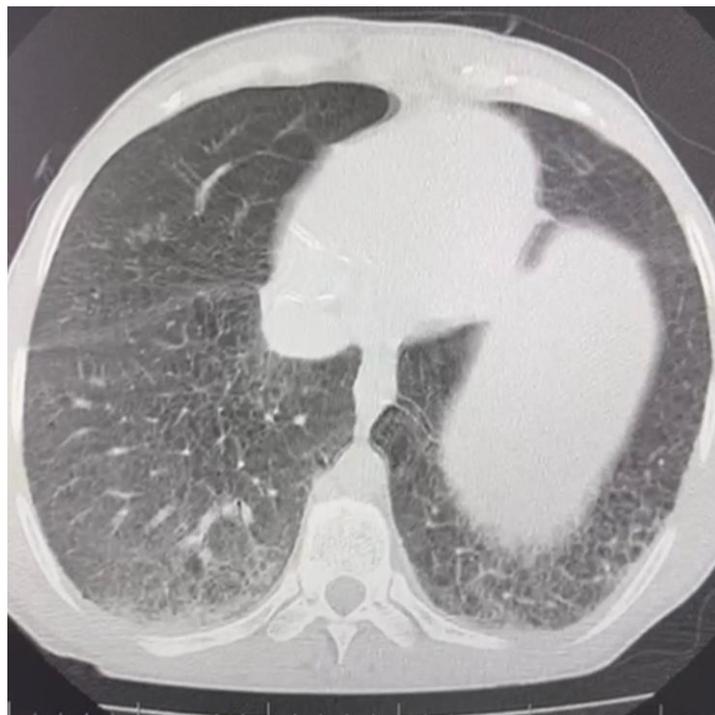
Tomografia computadorizada de tórax evidenciando opacidades em vidro fosco, configurando pavimentação em mosaico, predominando em lobos inferiores.
